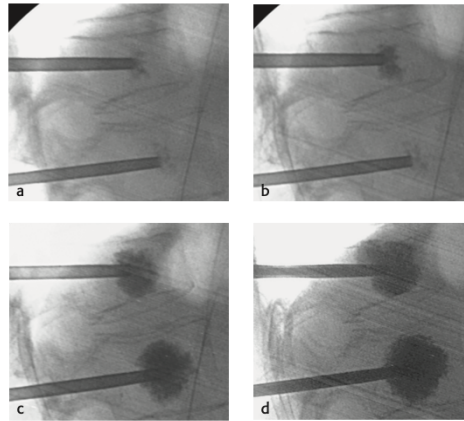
Immagine radiografica durante controllo intraoperatorio. Fonte: (8)
